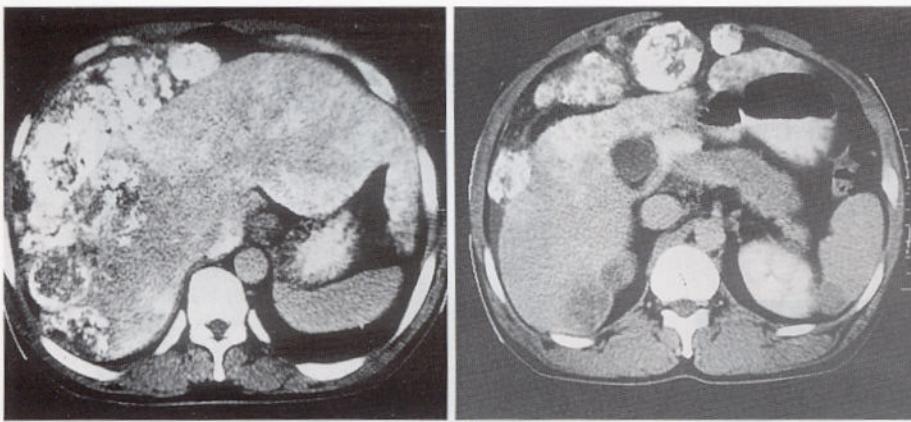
Lipiodol CT demonstrates dense Lipiodol uptake in most of the tumors. Another nodules without lipiodol are noted in right lobe posterior segment of the liver and spleen.
